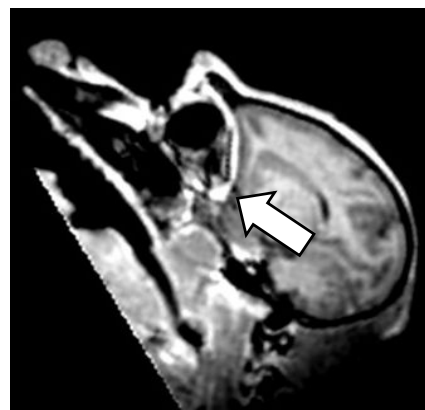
下肢伏在静脈より移植した標識細胞のシグナルがMRIにより脳の扁桃体部分で検出された(矢印)。
